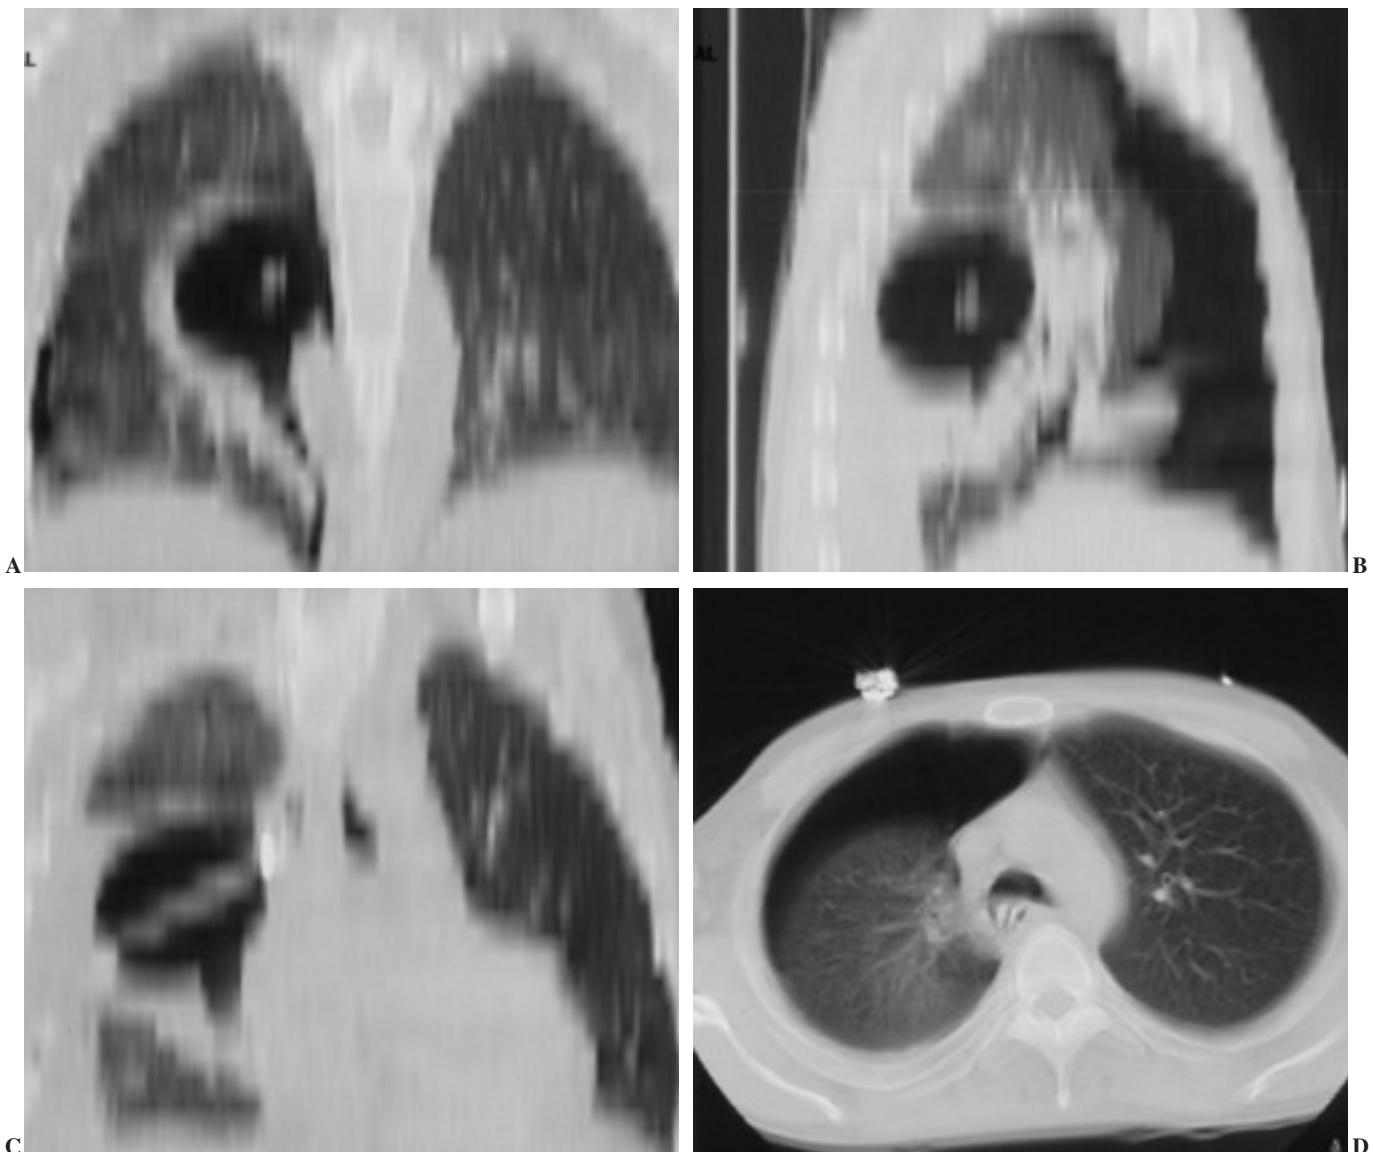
Tomografía computarizada. Reconstrucción multiplanar.
